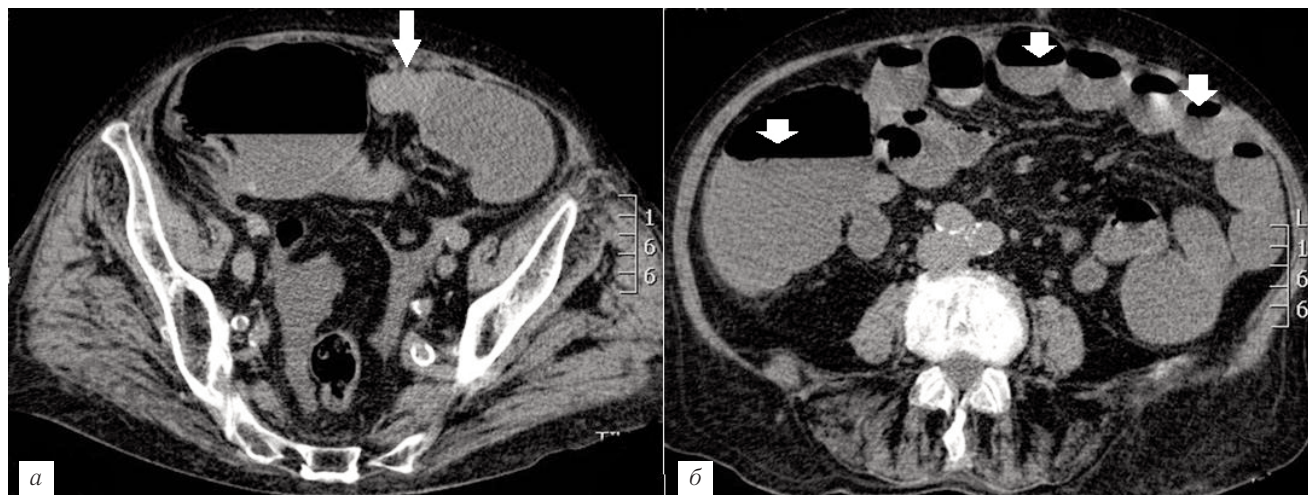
Больной Л., 67 лет. Опухоль толстой кишки. На компьютерных томограммах живота в аксиальной плоскости визуализируется циркулярное утолщение (до 2 см) стенок ректосигмоидного отдела толстой кишки (а) на протяжении 3 см с сужением ее просвета на этом уровне, проксимальнее толстая и тонкая кишка увеличены в диаметре, заполнены газом и жидкостным содержимым с горизонтальными уровнями (б) (стрелки).
